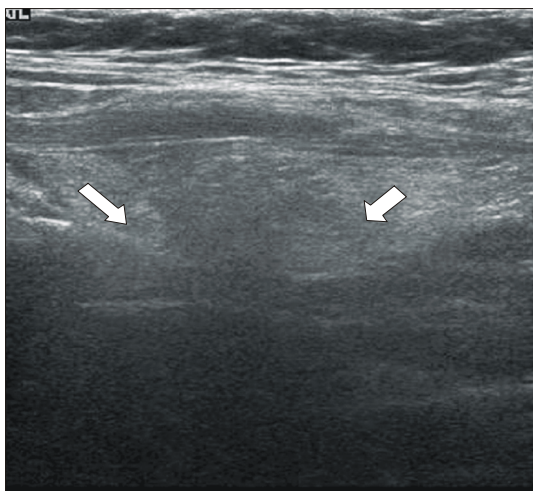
Abdominal Ultrasonography shows ovoid hyper-echoic mass on right lower quadrant area.
